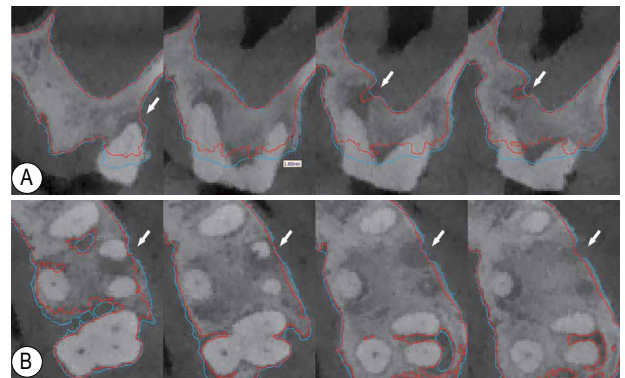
26 拔牙位点保存后效果的影像学评价 A~B 为术前与术后即刻 (蓝色线所示牙槽骨形态)、术后 8 个月 (红色线所示牙槽骨形态) CBCT 配准图像, A: 冠状面; B: 矢状面 (箭头所示骨缺损处形态及轮廓恢复良好, 植骨材料稳定于原有牙槽嵴顶水平, 牙槽嵴形态和高度基本保持)
